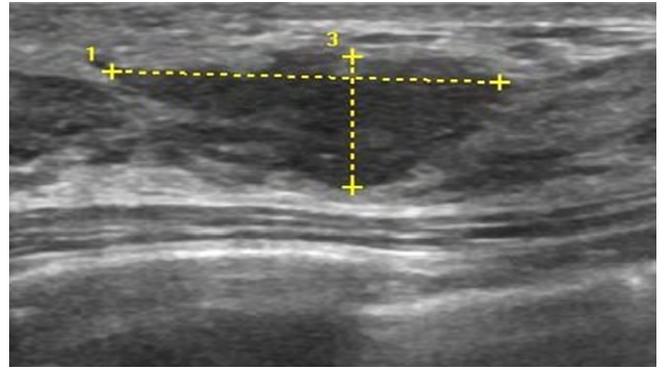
Ultrasonographic image showing an irregularly-shaped, homogeneously hypoechoic tumor measuring 15×12×6 mm in size, with ill-defined borders.
